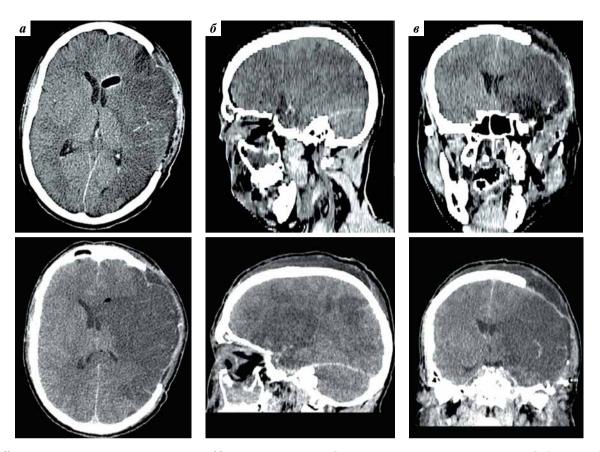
Компьютерные томограммы головы раненого М. после слепого краниоорбитального ранения с разрушением левых лобной и височной долей (динамика на 2—4-е сутки после ранения): а — аксиальный срез на уровне боковых желудочков; б — сагиттальный срез на уровне левой орбиты; в — фронтальный срез на уровне передних рогов боковых желудочков: отмечено нарастание отека и ишемии левой гемисферы головного мозга, умеренное смещение срединных структур головного мозга вправо
